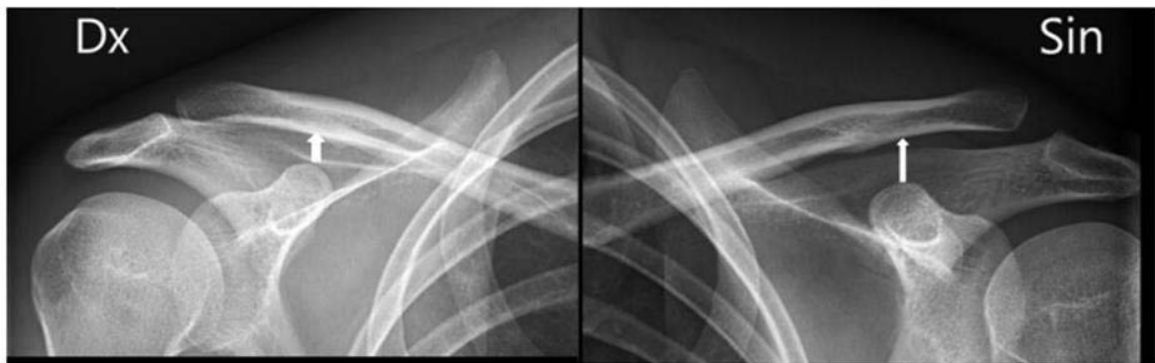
Radiographie de l'épaule de face avec luxation AC du côté gauche. La distance CC est marquée par des flèches blanches.
